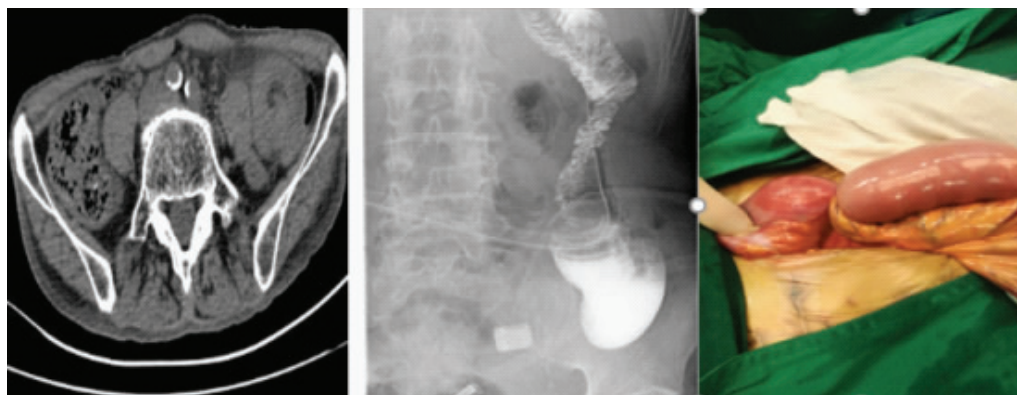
例3病人胃癌根治术后并发肠套叠CT、消化道造影及术中情况
